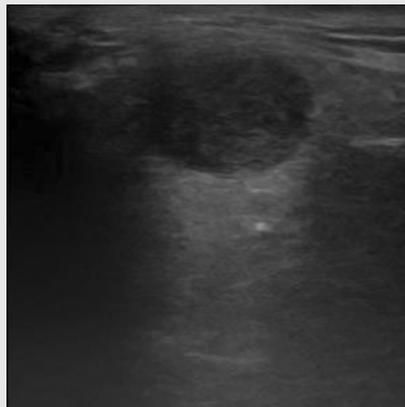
An oval shape, hypoechoic and heterogenous lesion was seen in ultrasonographic image. Most of the margin was clear.
